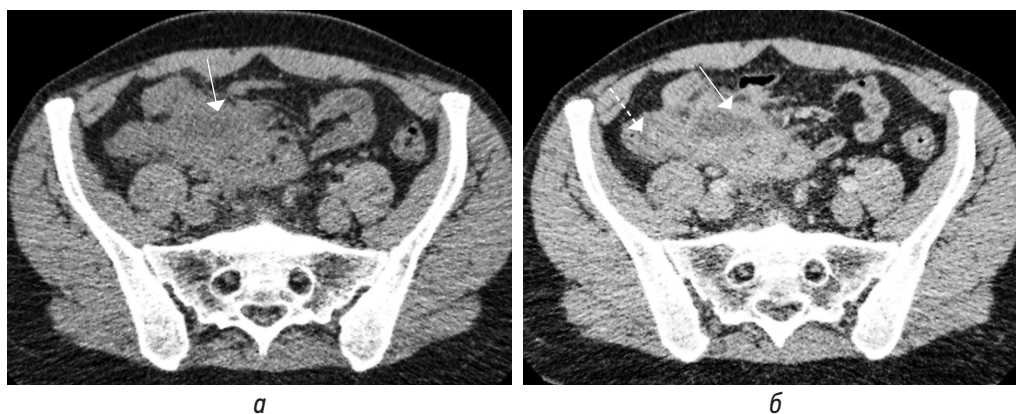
На нативных КТ-томограммах в аксиальной плоскости визуализируется абсцесс (стрелка) с неразличимым на его фоне воспаленным аппендиксом. Купол слепой кишки (пунктирная стрелка)
